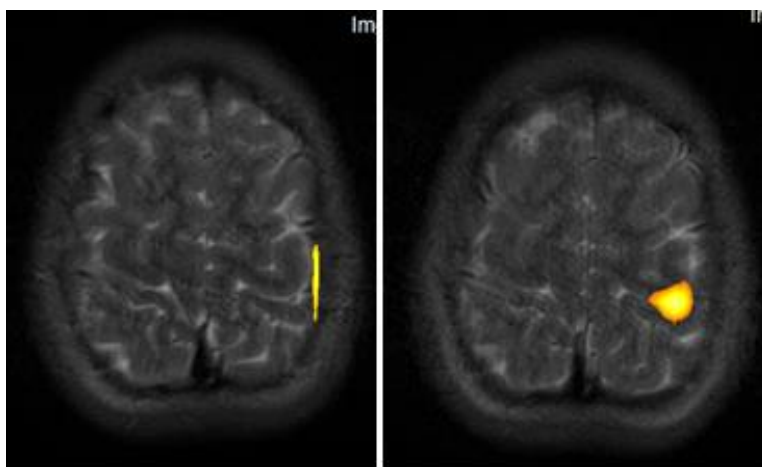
Изменения на Ф-МРТ у шестого пациента (до курса лечения и по окончании курса лечения)
